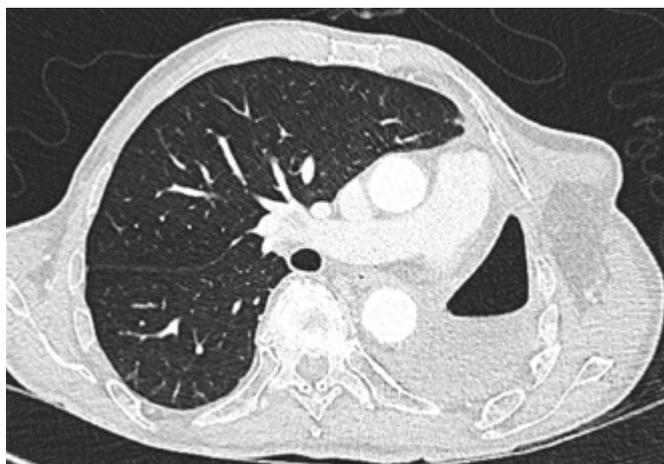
CT Thorax: St. n. Pneumektomie links, Teilresektion Costa IV und V links, definitiver Thoraxwanddeckung mittels Muskelflaps Gas-Flüssigkeits-gefüllte Pneumektomiehöhle links als Hinweis auf eine Fistelung. Keine abgrenzbare Verbindung an das Bronchialsystem oder nach extrathorakal. Basal randständige Kontrastmittelaufnahme der Pneumektomiehöhle als möglicher Hinweis auf ein Empyem.
